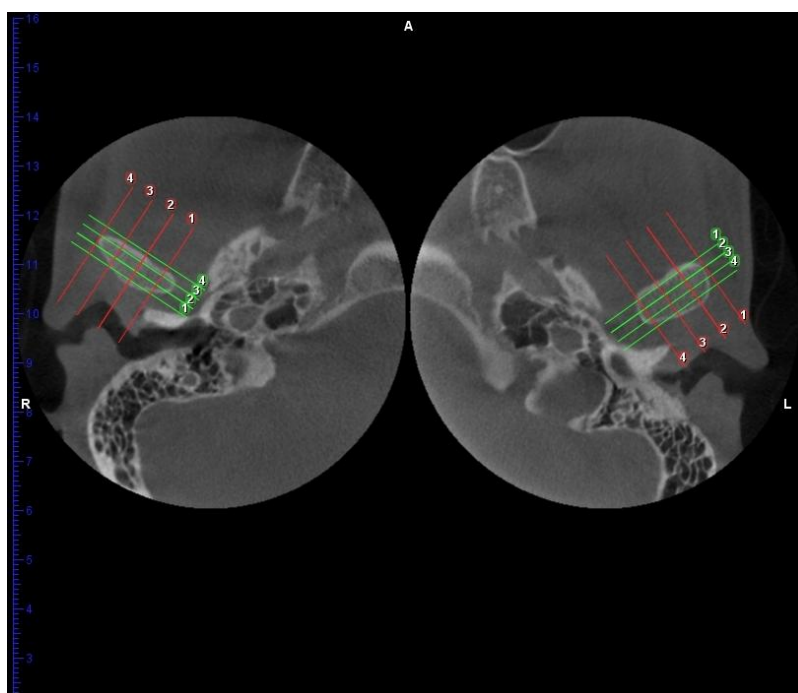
Axial section of the right and left TMJ as seen on a CBCT image.
